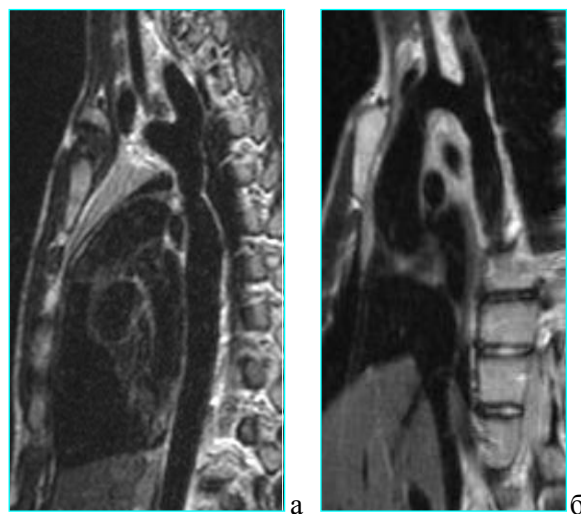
(а, б) – МРТ. Последовательность T1-SE в парасагитальной плоскости. КоА. До операции ($\Delta p = 24 \text{ mm Hg}$) и через 7 дней после коррекции (end-to-end extended, $\Delta p = 8 \text{ mm Hg}$).
